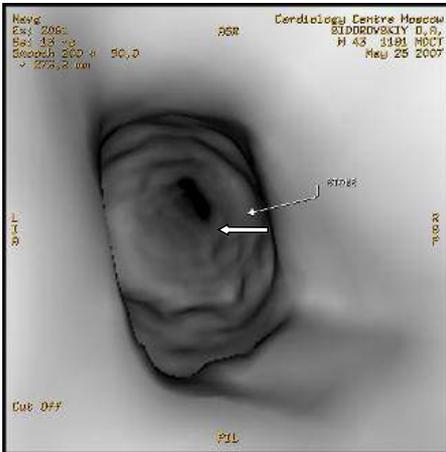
МСКТ. Виртуальная уретероскопия. В просвете мочеточника визуализируется камень (указан стрелкой)
